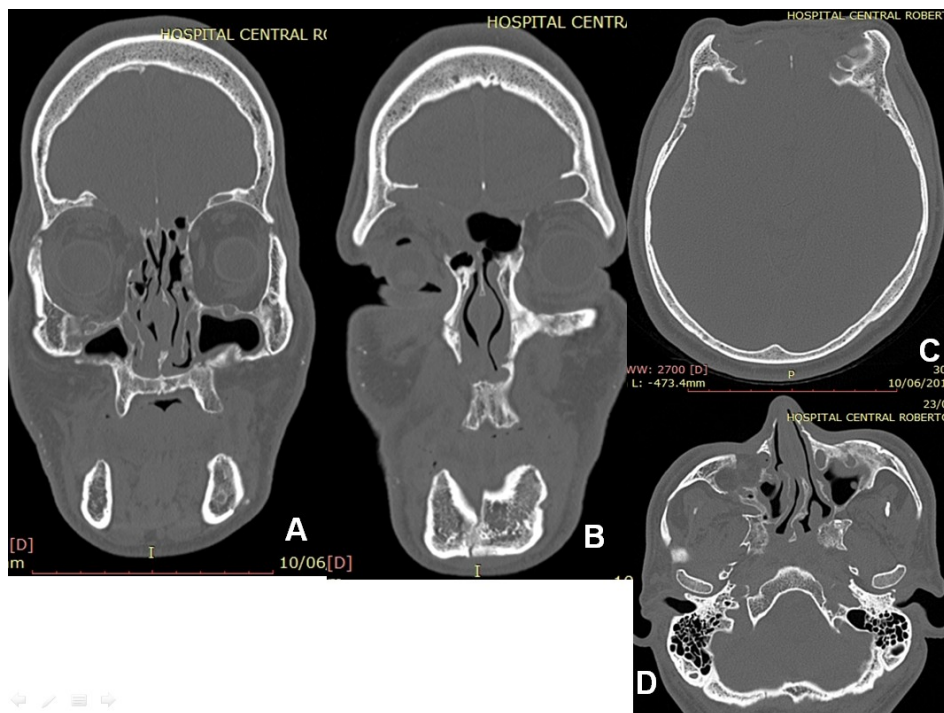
Tomografias computadorizadas pré-operatórias com cortes coronais que demonstram defeito em assoalho, parede medial e teto de órbita direito (A). Seqüela de fratura em sínfise mandibular (B). Defeito em região frontal (C). Seqüela de fratura em zigoma direito (D).
